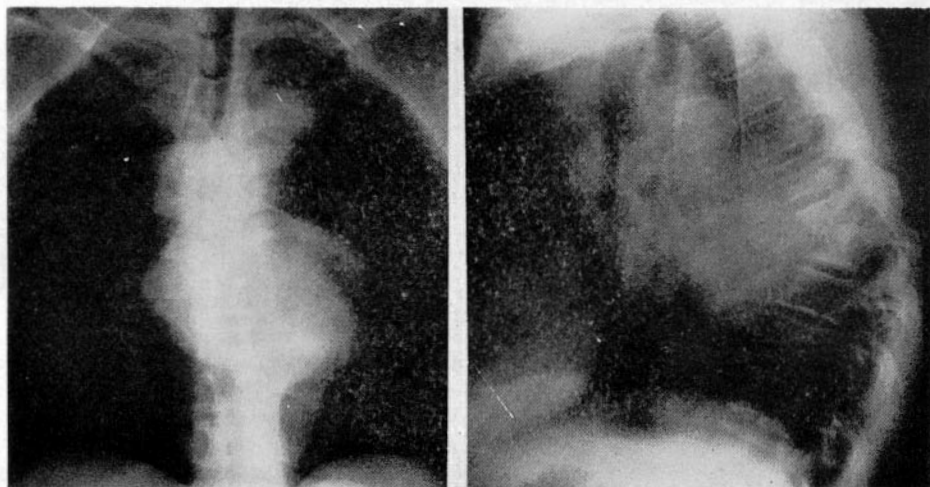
Radiografía anteroposterior de tórax. Presencia de una masa correspondiente a la dilatación aneurismática que se superpone parcialmente al ventrículo izquierdo.
